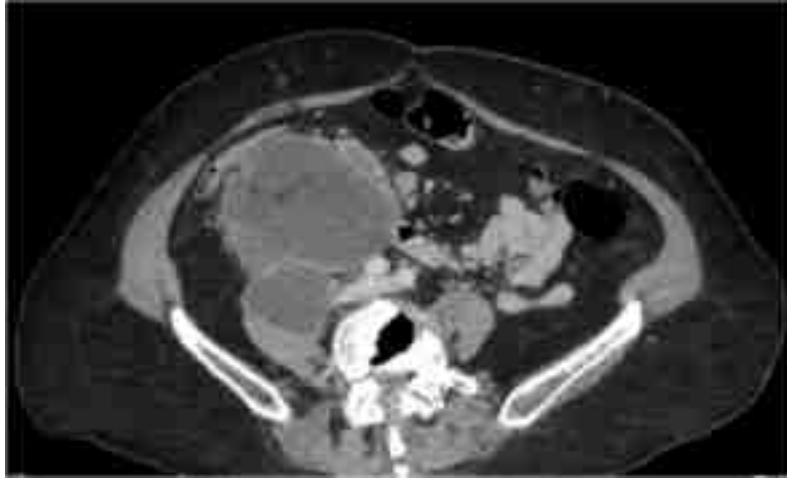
TDM abdomino-pelvienne injectée : Nécrose circonscrite
